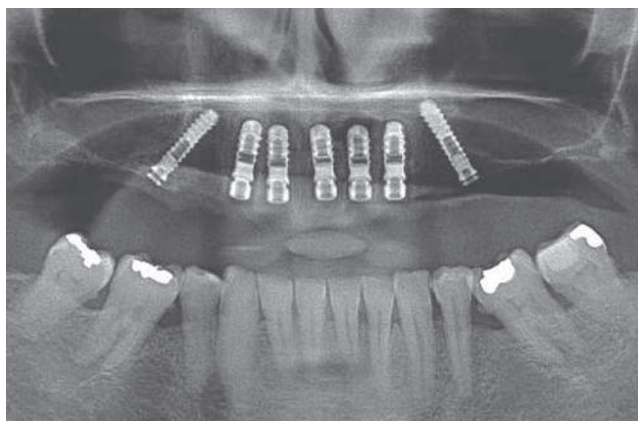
Radiografia di controllo del posizionamento implantare. Si noti l'uso di tappi di chiusura e tappi di guarigione sufficientemente bassi
